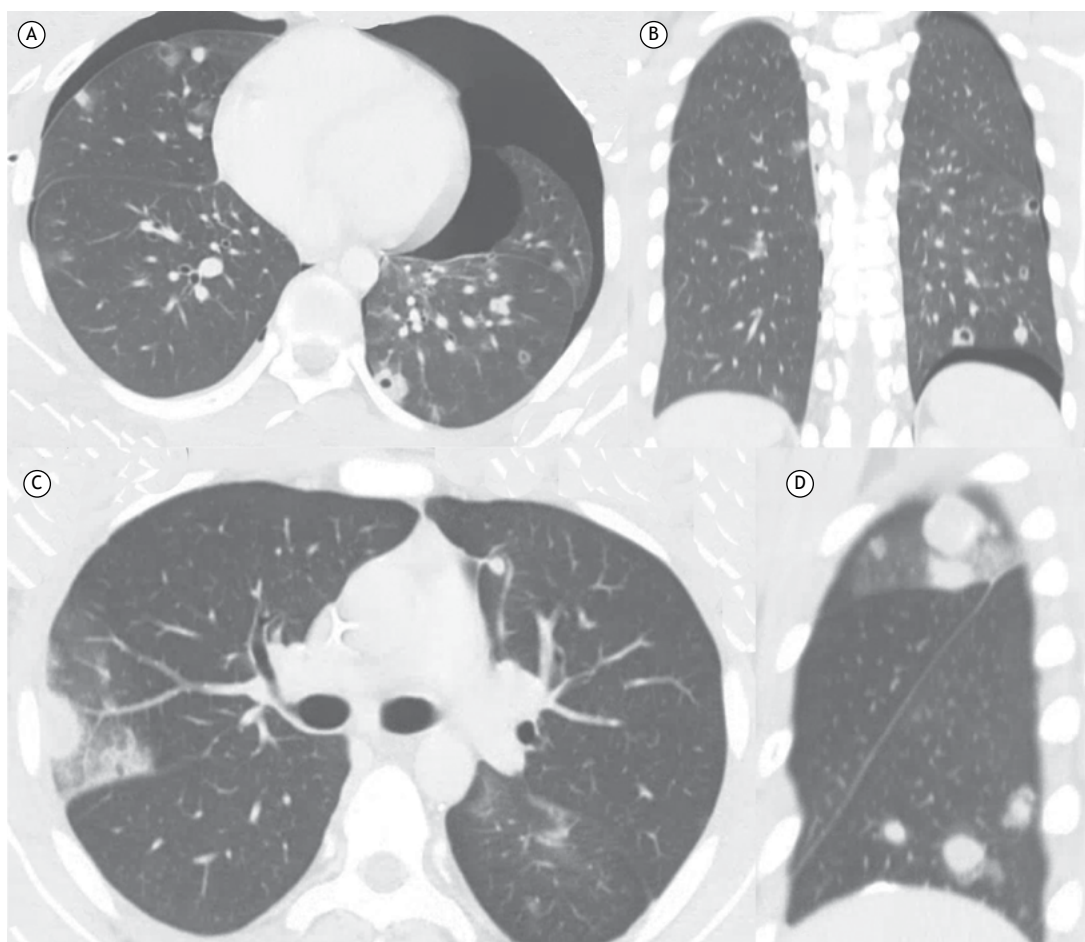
Menino de 16 anos com osteossarcoma primário do fêmur. Em A e B, imagens da TC realizada no momento do diagnóstico, mostrando múltiplas lesões pulmonares cavitárias com pneumotórax bilateral. Em C e D, imagens da TC realizada 5 meses depois do início da quimioterapia, mostrando crescimento dos nódulos, circundados por halos em vidro fosco (o que indica a presença de metástases pulmonares hemorrágicas).
